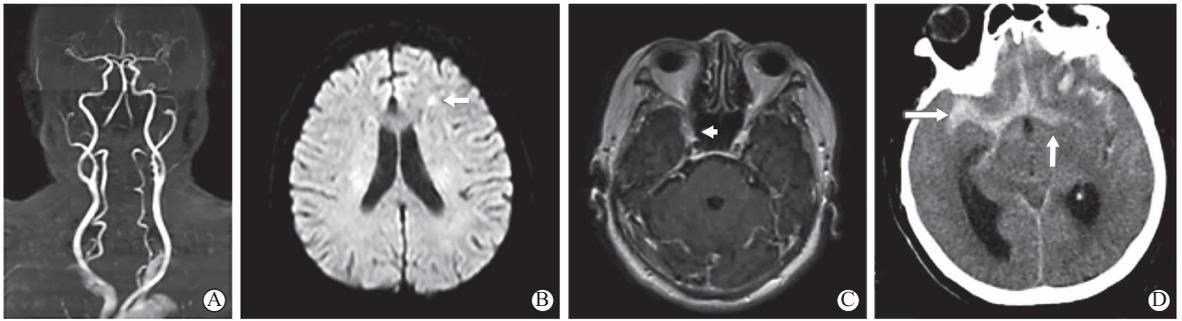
患者的影像学表现 A为头颈MRA(2022年4月17日)示头颈动脉硬化MRA表现,双侧椎动脉迂曲;B为颅脑磁共振(2022年5月9日)示左侧额叶弥散加权成像呈高信号,考虑急性脑梗死(箭头所示);C为海绵窦MRI+强化(2022年5月9日)示右侧海绵窦较对侧增大,可见轻度强化,考虑炎症(箭头所示);D为脑CT(2022年5月12日)示蛛网膜下腔出血(箭头所示)
